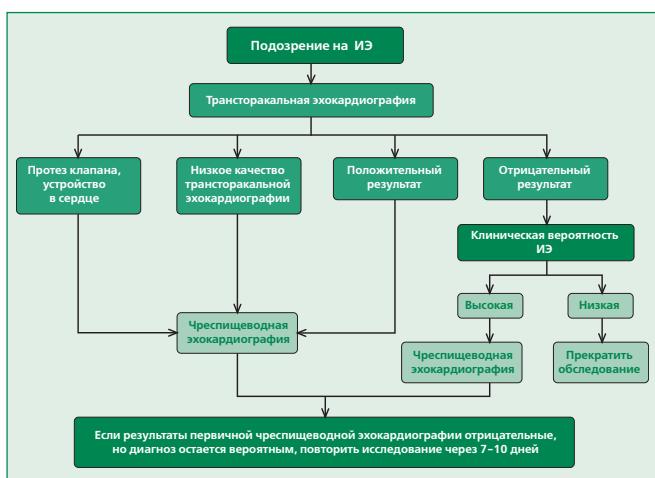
Показания к эхокардиографии при подозрении на инфекционный эндокардит
